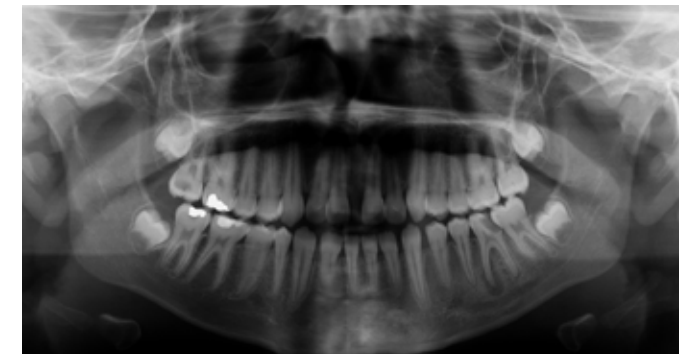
A ortopantomografia realizada revelou afastamento dos dentes 1.1 e 2.1, alargamento do espaço do ligamento periodontal do dente 2.1, não sendo evidente a presença de áreas radiopacas.
